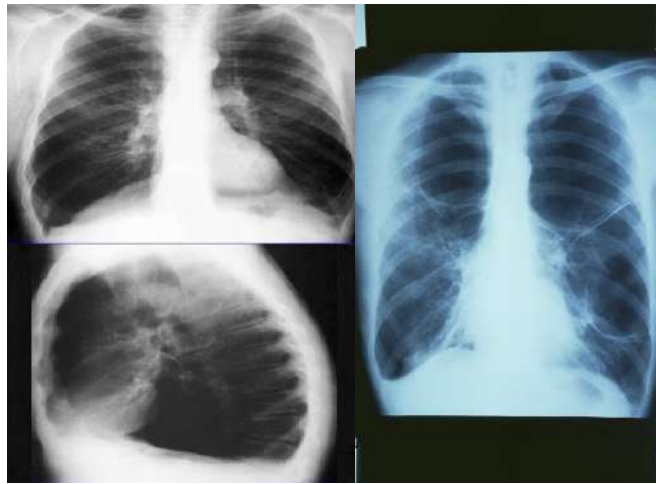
Рентгенографія ОГК від 13.02.19
